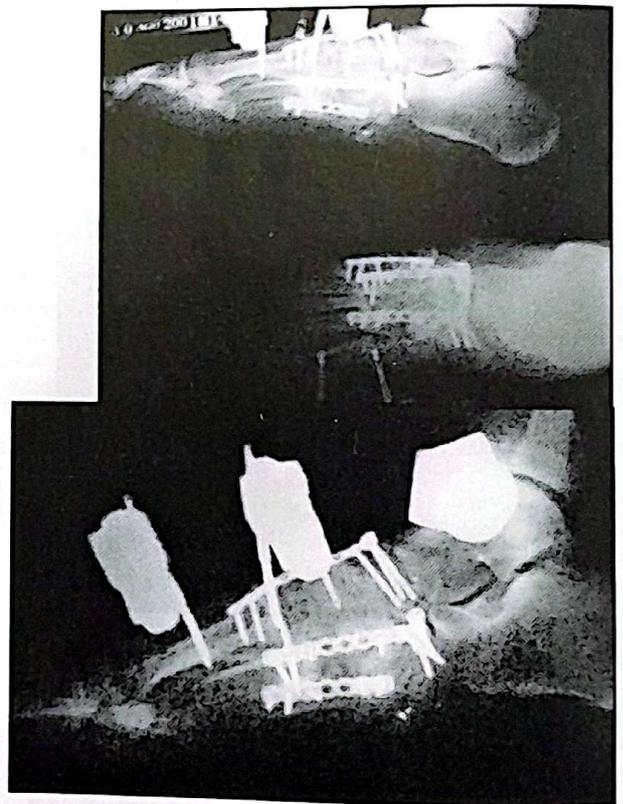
Radiografías al mes post reconstrucción
